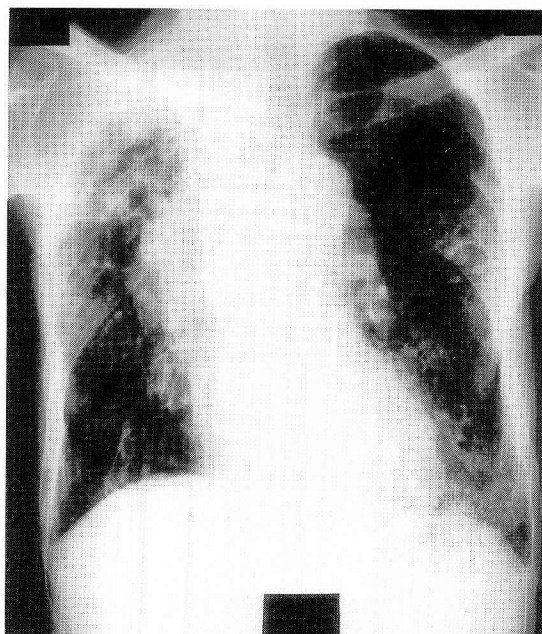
Plain chest X-ray film of a patient with lung cancer concurrently detected with nontuberculous mycobacteriosis. *M. kansasii* disease of both lungs and a hilar mass (small cell carcinoma) were noted.
